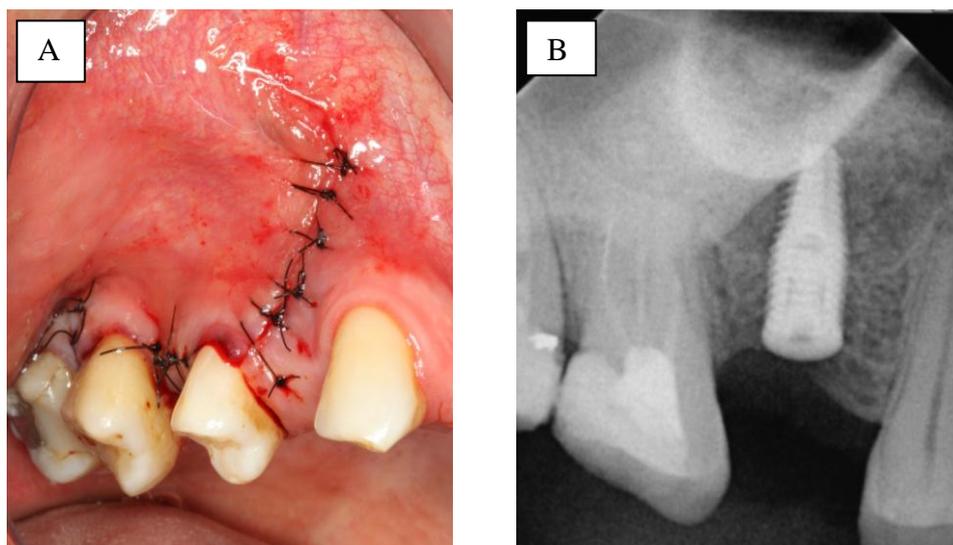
A: Sutura; B: Radiografia periapical do pós-operatório imediato.
